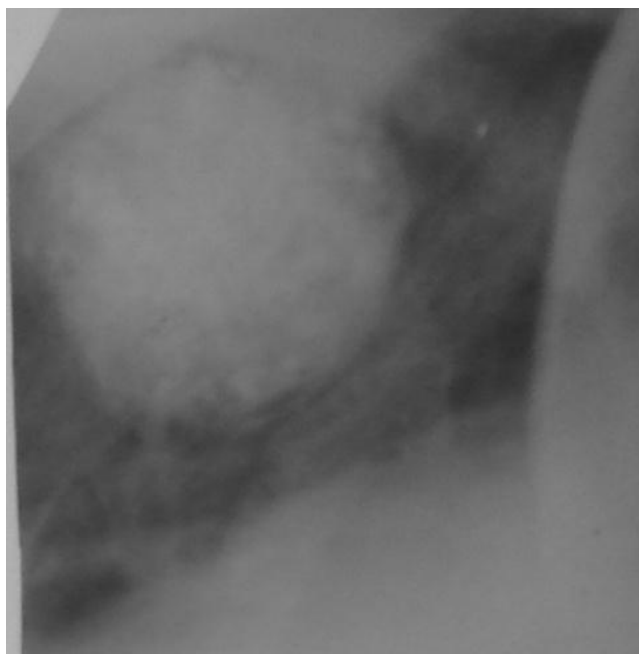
Прицельная рентгенограмма ОГК. Синдром круглой тени патологии легочной ткани. Эхинококкоз легкого
